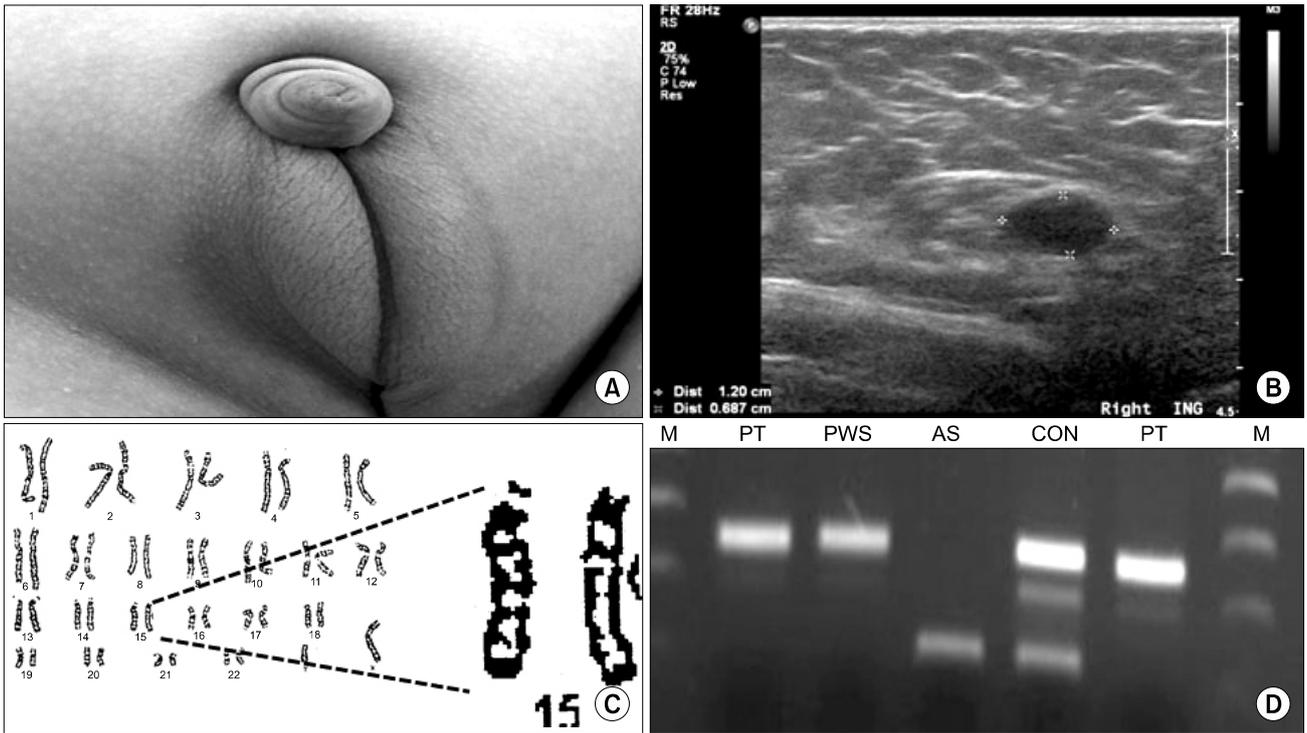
(A) Genital findings of Prader-Willi syndrome (PWS). Bifid scrotum and micropenis are observed. (B) Inguinal sonography reveals the right undescended testicle in the inguinal area and marked thickening of inguinal fat layers. (C) A conventional cytogenetic study shows normal patterns of chromosome 15. (D) PWS specific methylation study demonstrates specific bands for PWS. PT: from patient DNA, PWS: positive control from confirmed PWS patient, CON: negative control from normal control, AS: from confirmed Angelman syndrome patient, M: DNA marker.
